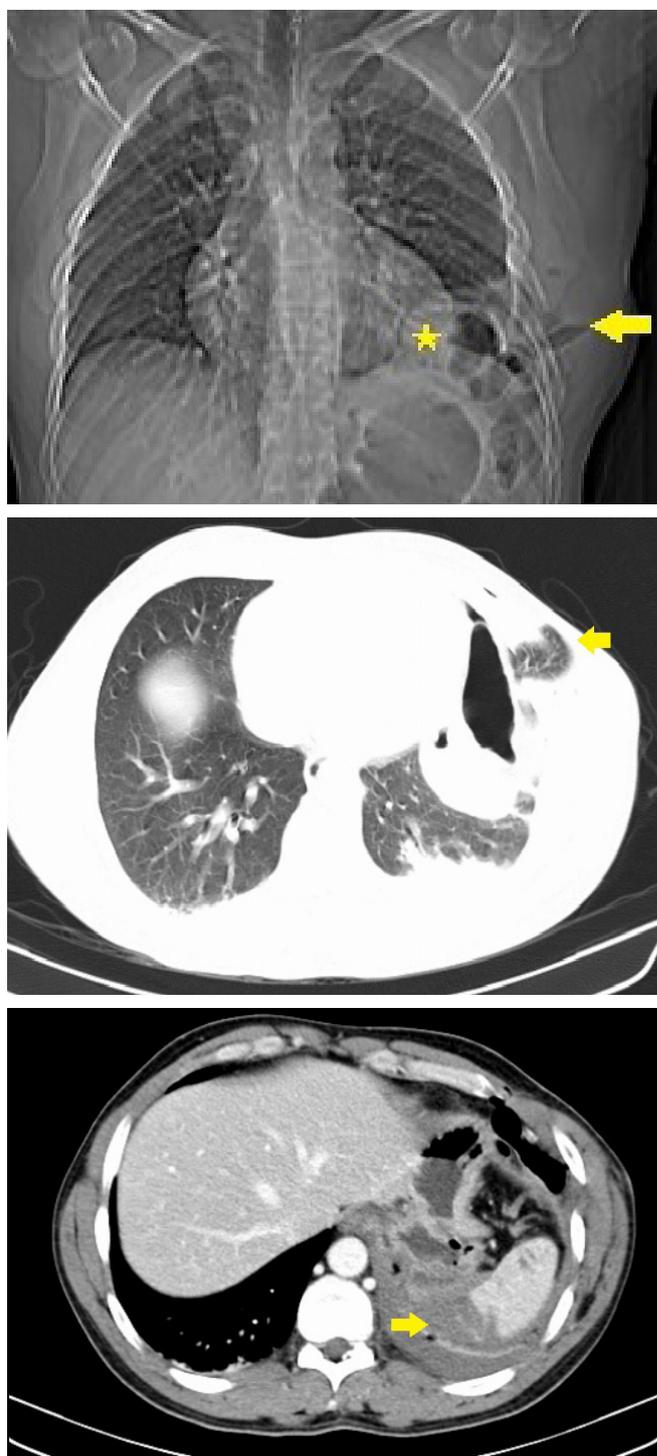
Tomografia computadorizada evidenciando (A, B) solução de continuidade intercostal da vertente inferior da parede torácica ante-ro-lateral esquerda (seta), resultante de fratura de vários arcos costais com herniação do parênquima pulmonar através do defeito referido. Aspetos sugestivos da rutura da hemicúpula diafragmática esquerda com herniação intra-torácica de segmento gástrico (estrela). (C) Concomitantemente evidência de lesão traumática do baço com contusão e lacerações múltiplas.
